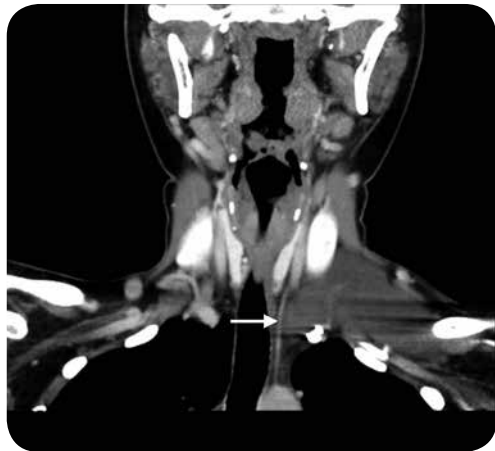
TC con reconstrucción coronal. Lesión ovalada, predominantemente hipodensa, con algunos pequeños septos en el interior, la cual no realza después del medio de contraste; localizada en la región supraclavicular izquierda y extendida al mediastino superior a través el OT (flecha). Corresponde a linfangioma.
